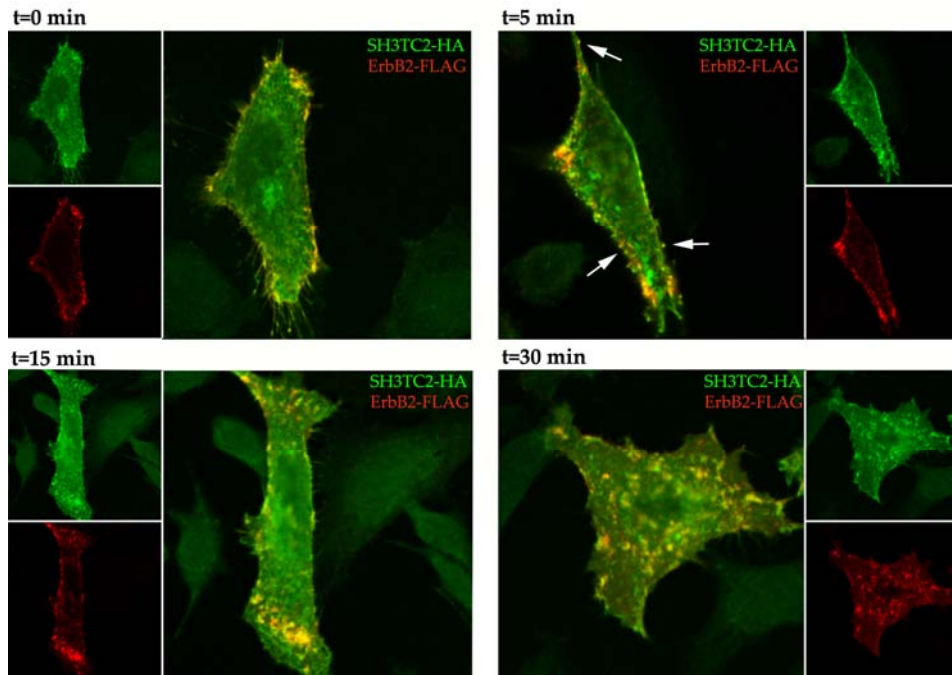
Análisis de la internalización de ErbB2 y su asociación con SH3TC2 mediante la técnica de *antibody feeding*. Células HeLa, co-transfectadas con SH3TC2-HA y ErbB2-FLAG. ErbB2-FLAG se marcó *in vivo* con el anticuerpo anti-FLAG (canal rojo) durante 30 min a 4°C. Tras la fijación a los tiempos de inducción indicados (t=0, t=5, t=15 y t=30; t=min), SH3TC2-HA se detectó con anti-HA (canal verde). En amarillo se muestra la colocalización entre ambas proteínas.
